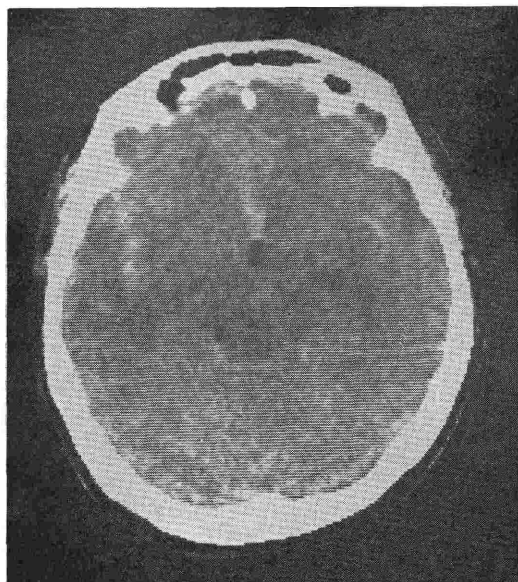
Computerized tomography (CT) scan showed subarachnoid clots in the bilateral sylvian fissures and the chiasmatic cistern.
